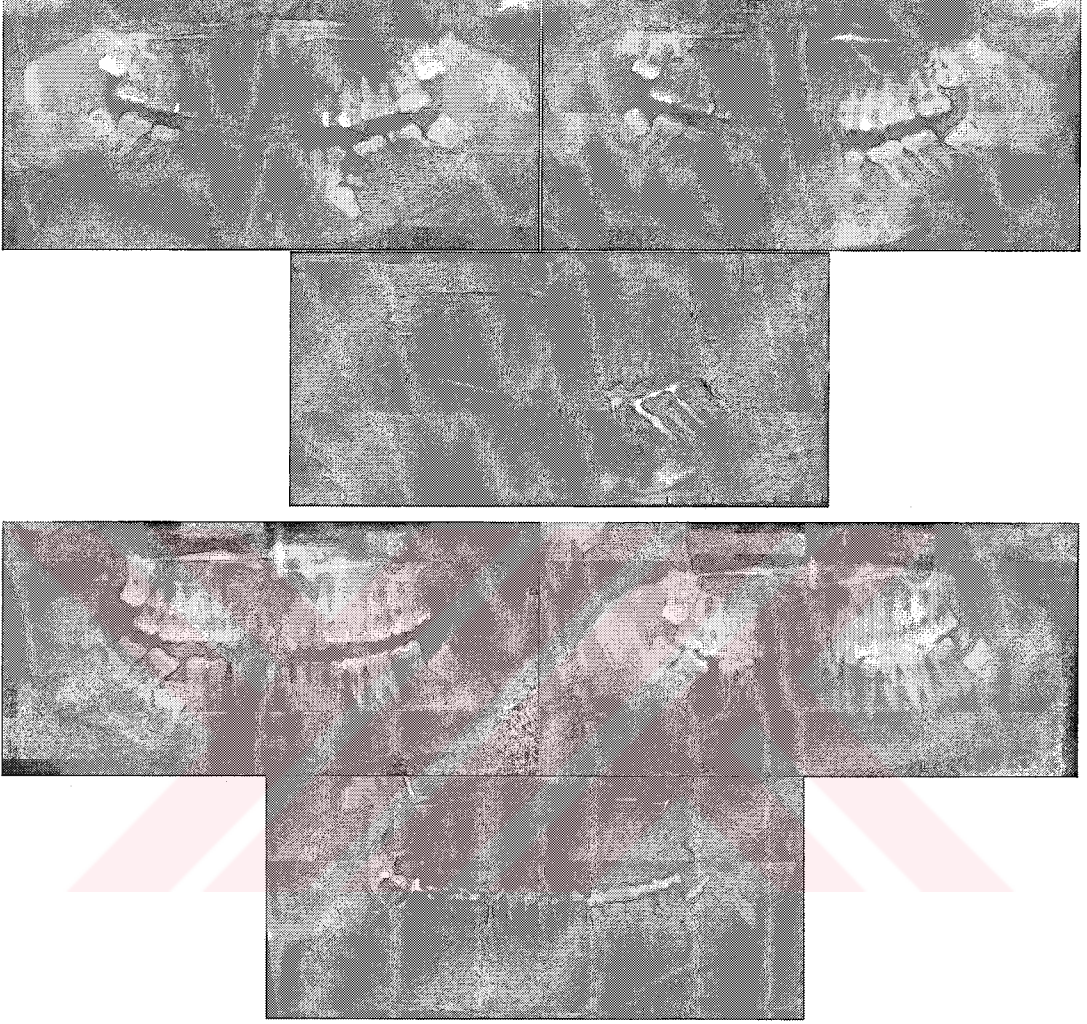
Ortodontik tedavi öncesi ve sonrasında alınan röntgen filmleri ile fark görüntüleri.
